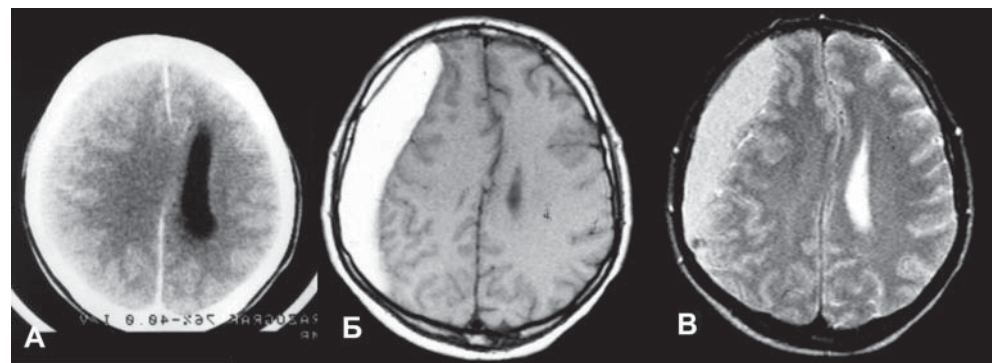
Подострая субдуральная гематома справа. КТ: А – отсутствие субарахноидальных щелей по конвексу, грубая дислокация срединных структур справа налево с полным сдавлением правого бокового желудочка, левый боковой желудочек гидроцефально расширен, гематома не визуализируется – изоденсивна. МРТ: Б – в режиме T1; В – режиме T2. Видна распространённая субдуральная гематома
